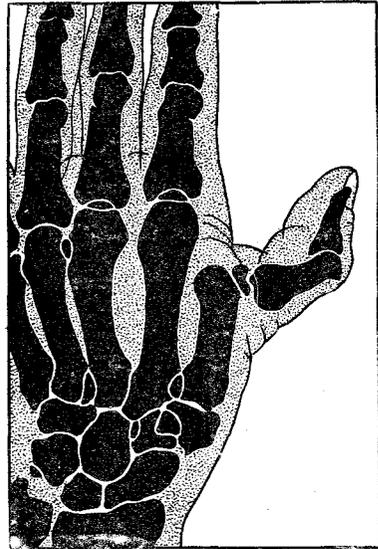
Рентгенограмма кисти при полном вывихе большого пальца назад
